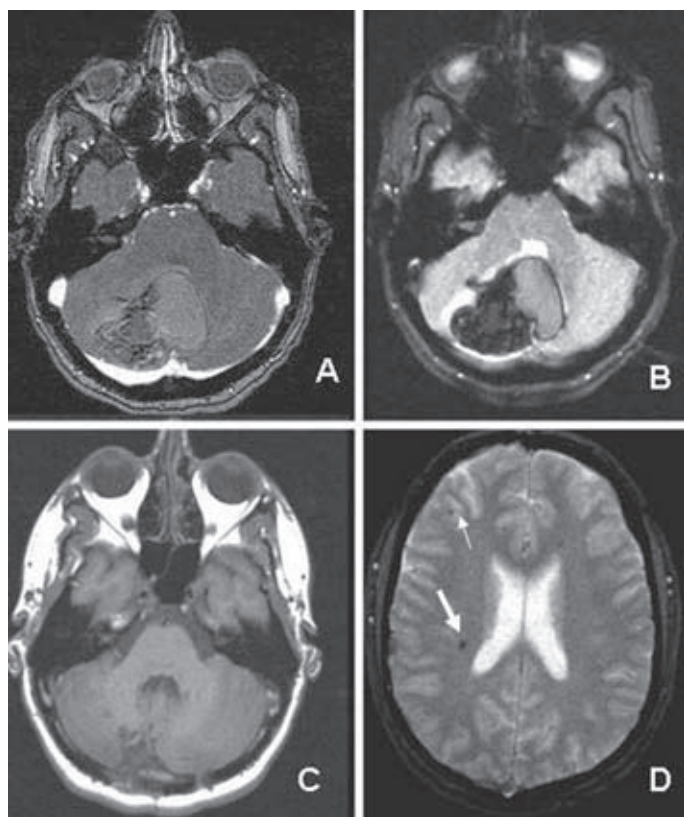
A: cavernoma cerebeloso con hemorragia asociada en un paciente joven. B: característico halo de hemosiderina (imagen lineal de color negro) alrededor del cavernoma con un área hemorrágica extralesional. C: corte axial de RM craneal (secuencia T1) tras la cirugía, que muestra resección completa de la lesión. D: el paciente presenta más cavernomas, de localización supratentorial (flechas), en el seno de una cavernomatosis familiar.
